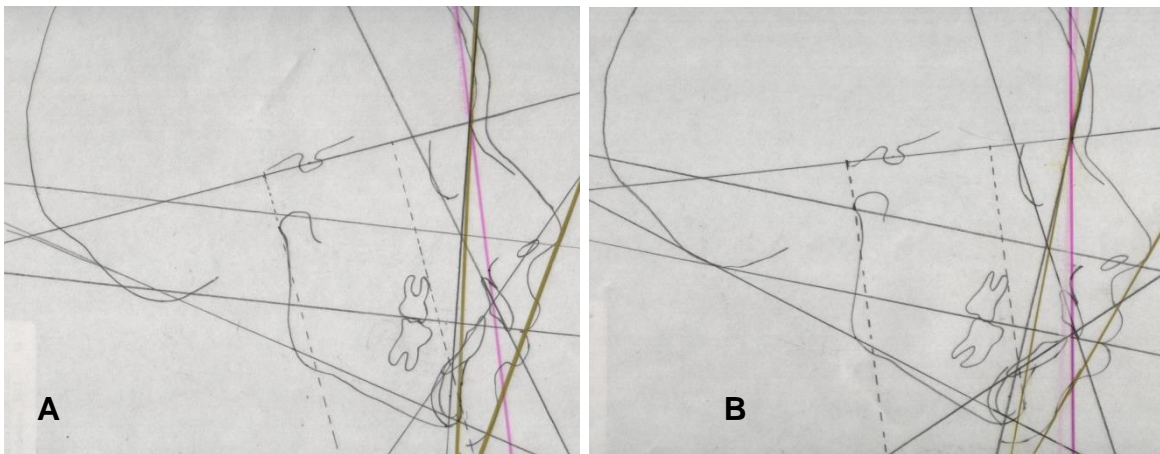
Radiografía lateral de cráneo al final del tratamiento
